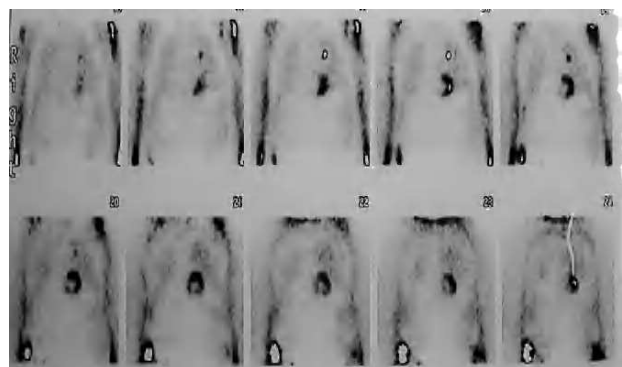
Tomografía por emisión de positrones con 18-FDG que muestra nódulo pulmonar hipercaptante en lóbulo superior izquierdo.
